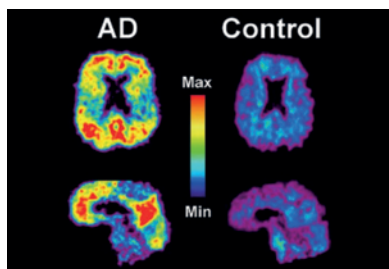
PET con C-PiB, donde se muestran las diferencias de un sujeto sano con un paciente con enfermedad de Alzheimer (AD)
